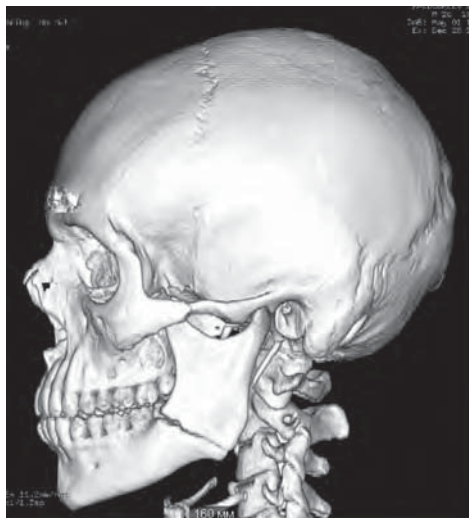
МСКТ-снимок пациента Р. с переломом в области угла нижней челюсти
